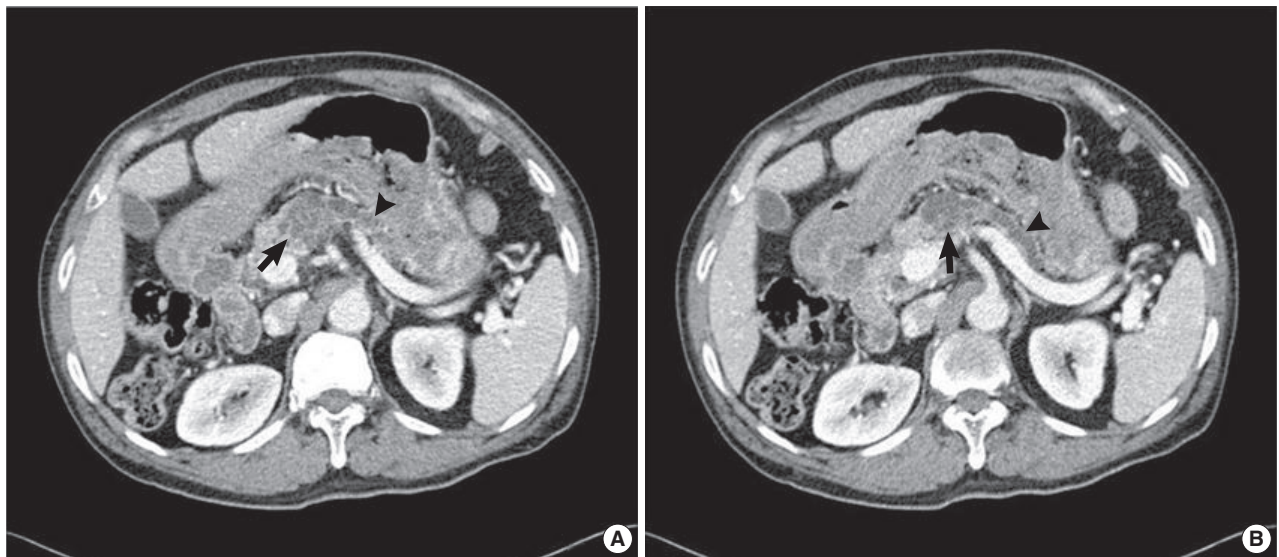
(A, B) Consecutive images of contrast-enhanced abdominal computed tomography scans show a 3.5 cm multiloculated cyst (arrows) in the body of the pancreas and a dilated main pancreatic duct with marked parenchymal atrophy (arrowheads).
